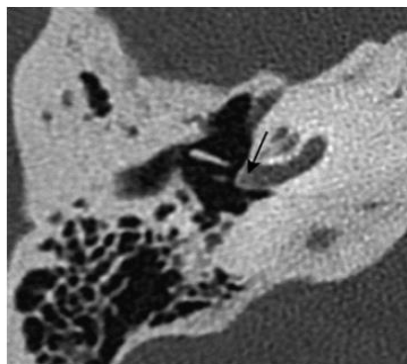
Foco de otosclerosis de la ventana redonda. Corte en TC axial: se aprecia hipodensidad a nivel de la ventana redonda (flecha). Tomado de: Rubin F, Lacan A, Halimi P, Bonfils P. Otosclerosis. EMC (2017)
